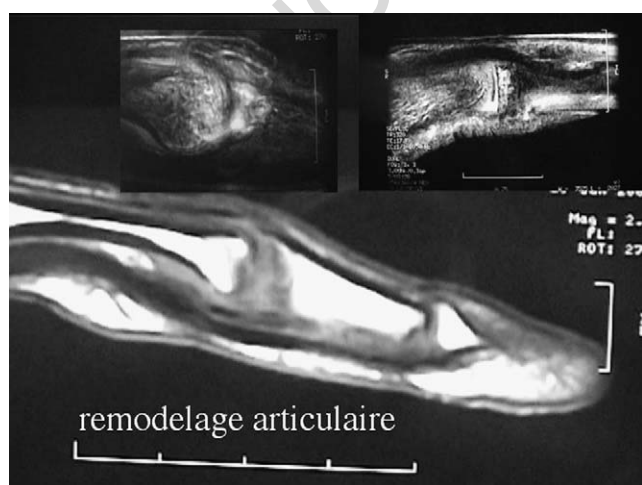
L'IRM confirme le remodelage diaphysaire et épiphysaire interphalangien. À 13.
